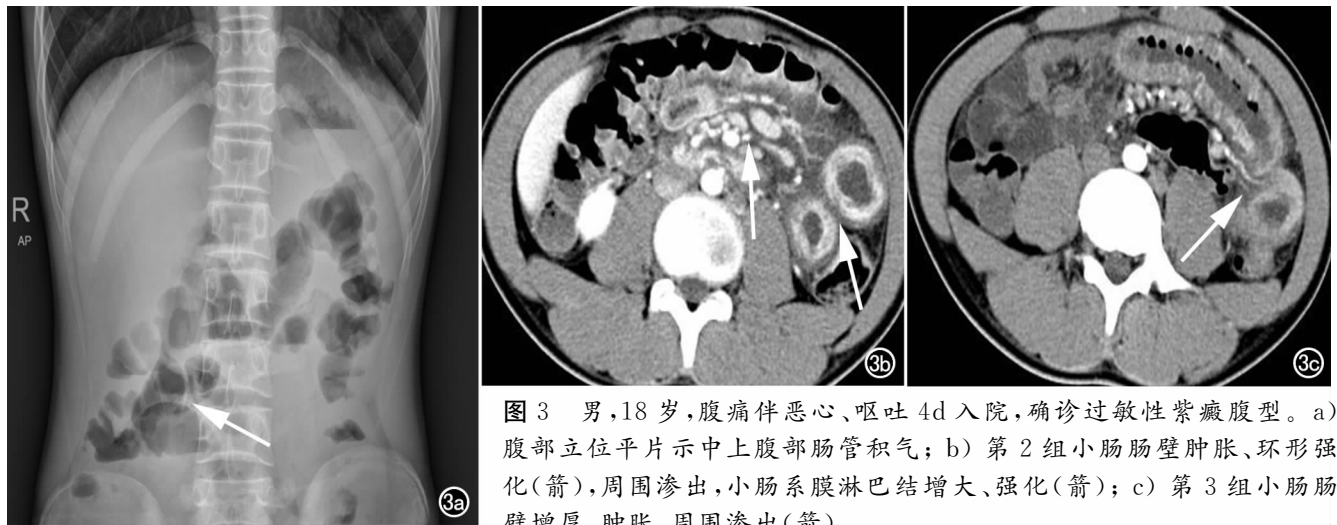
男, 18 岁, 腹痛伴恶心、呕吐 4d 入院, 确诊过敏性紫癜腹型。a) 腹部立位平片示中上腹部肠管积气; b) 第 2 组小肠肠壁肿胀、环形强化(箭), 周围渗出, 小肠系膜淋巴结增大、强化(箭); c) 第 3 组小肠肠壁增厚、肿胀, 周围渗出(箭)。
